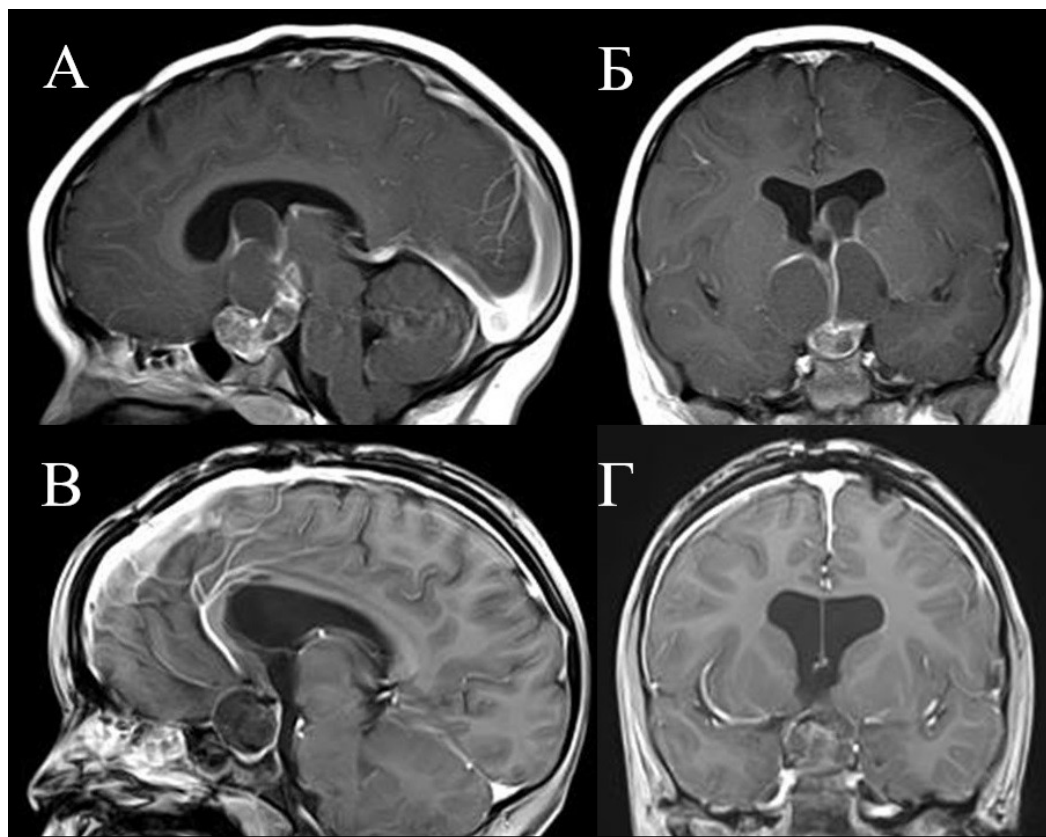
Исходные изображения МРТ девочки 6 лет, оперированной по поводу краниофарингиомы (А, Б). Лучевая терапия по неизвестным причинам отложена, через год на МРТ кроме локального кистозного рецидива – выраженная рубцовая деформация зоны доступа (В, Г).
